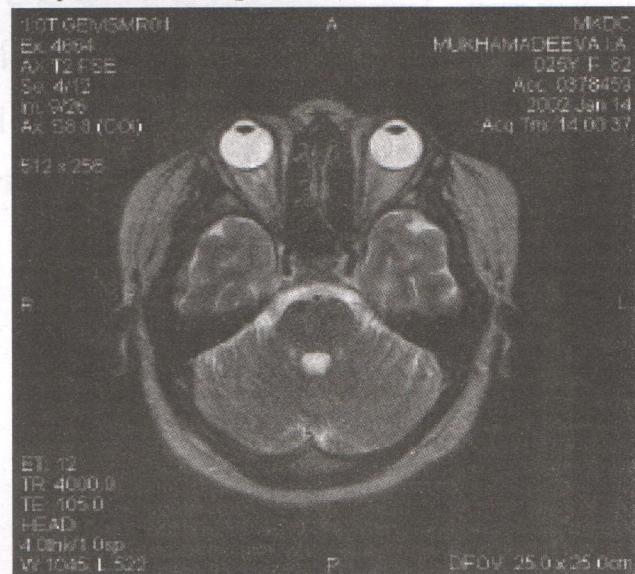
МРТ головного мозга больной М-вой И. А.
